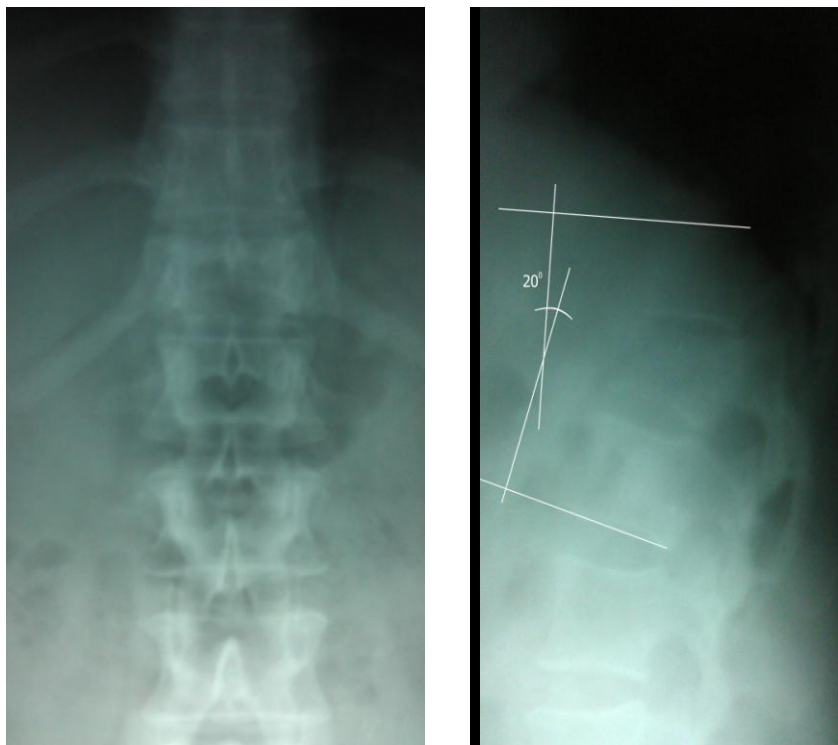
Больная Б., 44 лет, история болезни № 79472 фотоотпечатки с рентгенограмм груднопоясничного отдела позвоночника при поступлении: компрессионно-оскольчатый переломоподвывих Th11 позвонка, (на боковой проекции отмечен угол деформации).
